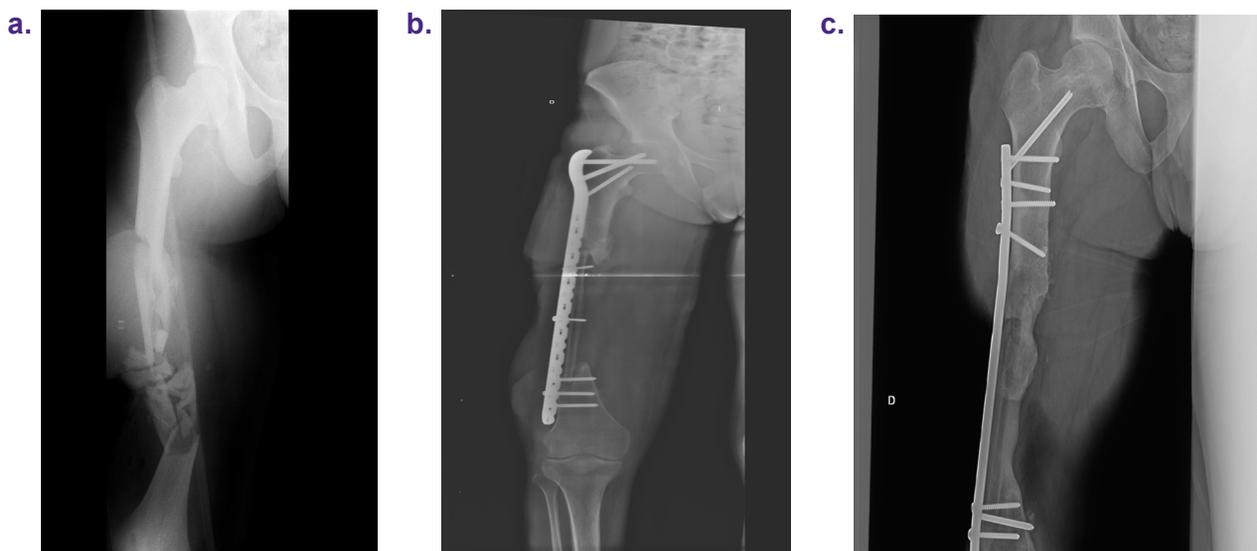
Radiografia de um dos pacientes do estudo. a: raio-x inicial com fratura de fêmur. b: fíbula vascularizada implantada 1 ano após o trauma. c: 6 anos após a fíbula vascularizada com consolidação óssea evidente
